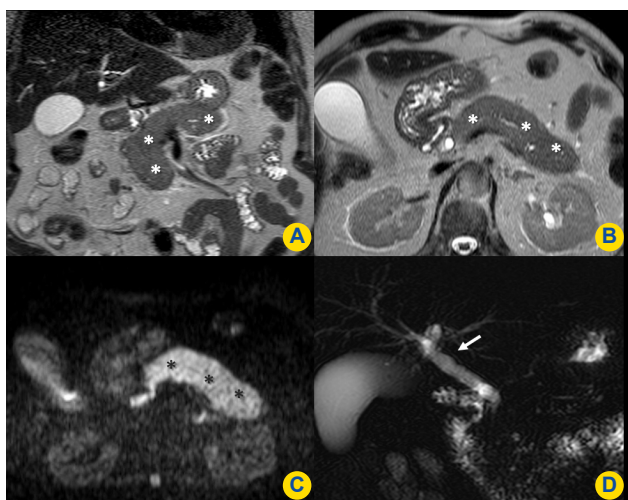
RM. Pancreatite auto-imune, pré-tratamento. Sequências T2 nos planos coronal (A) e axial (B), difusão no plano axial ($b = 1000$) (C) e CPRM no plano coronal (D), revelando pâncreas tumefacto (*), com irregularidade do canal pancreático principal e marcado hipersinal no estudo de difusão (C). Em (D) constata-se ligeira dilatação e irregularidade da via biliar principal (seta), que atinge um calibre de 10mm, a que se associa ligeira dilatação das vias biliares intra-hepáticas.
